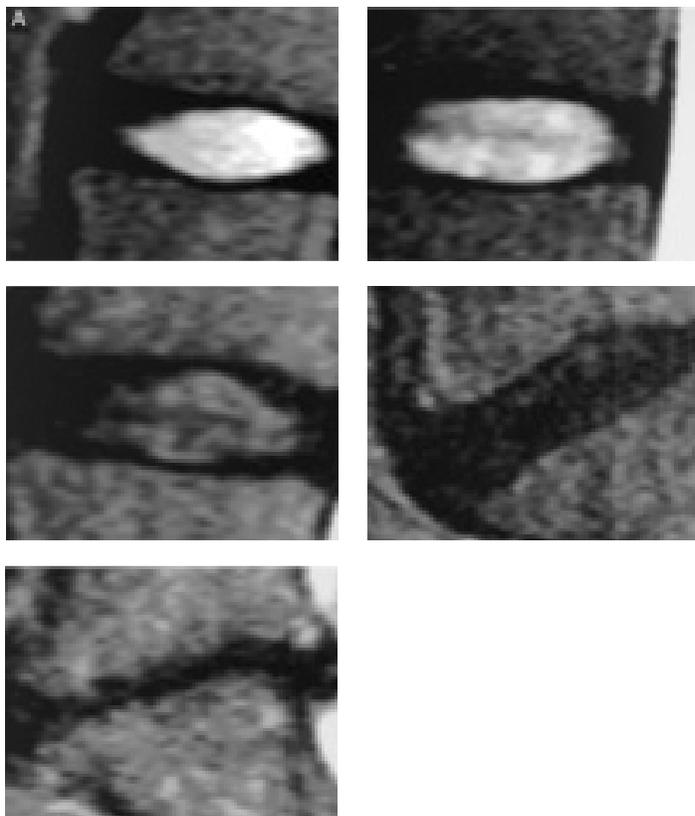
МРТ поясничного отдела позвоночника (T2 режим) [Pfirrmann et al., 2001].
